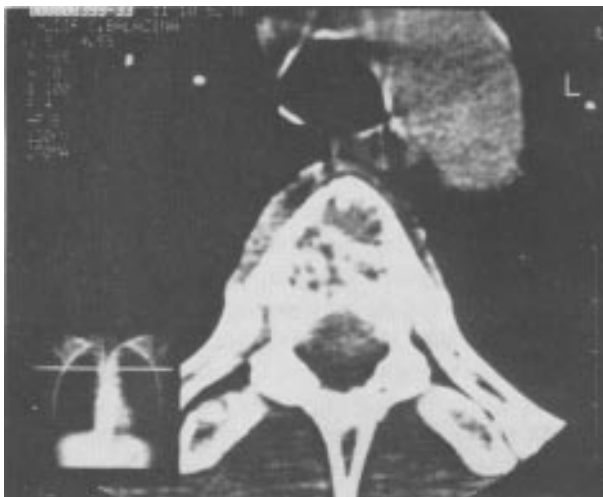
Tomografia de coluna torácica evidenciando lesão osteolítica na porção anterior do corpo da 4ª vértebra torácica.
